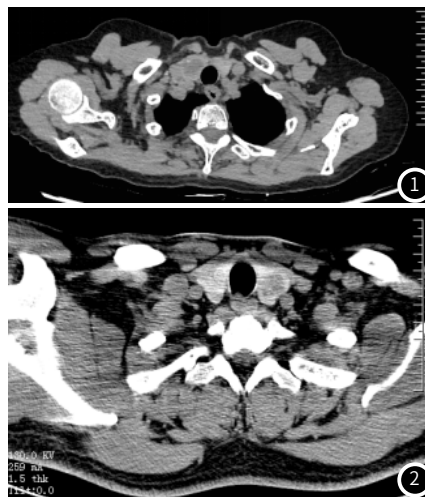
TA患者CT平扫影像资料,甲状腺右叶类圆形低密度影,边缘尚清,边缘可见结节状钙化。图2 PTC患者CT平扫影像资料,甲状腺左叶不规则形低密度影,边缘不清,内部密度不均匀。
